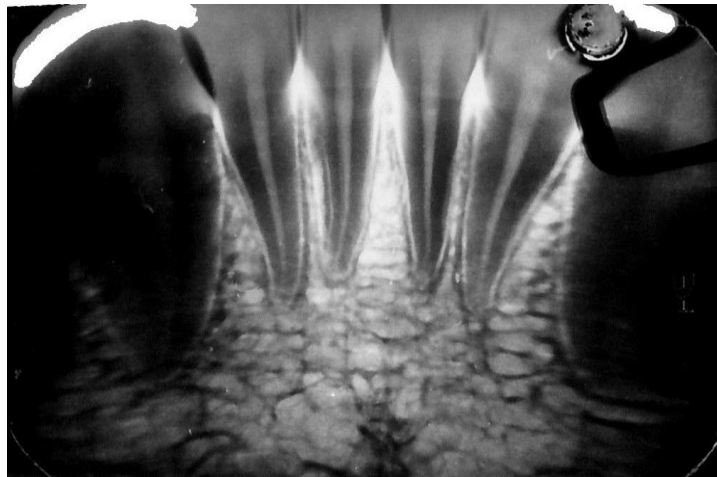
Рентгенограма фронтальної ділянки коміркового відростка нижньої щелепи хворої Б., 14 років. Діагноз - цукровий діабет I тип, тяжка форма, субкомпенсація. Клінічно інтактний пародонт. Тривалість перебігу цукрового діабету 1 рік.
